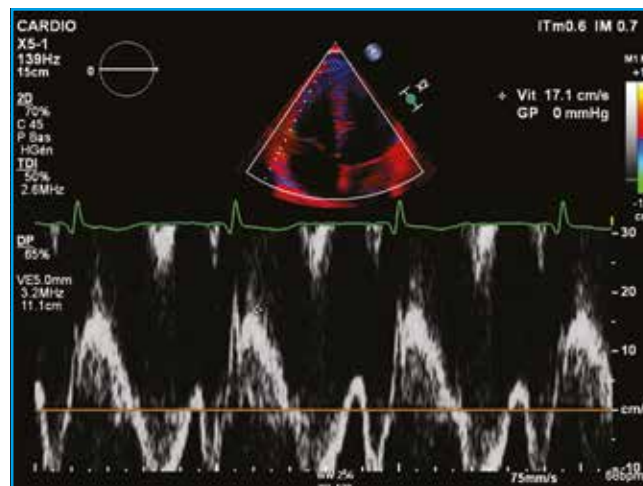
Vitesse systolique à l'anneau tricuspidé de l'onde S' en Doppler tissulaire.
